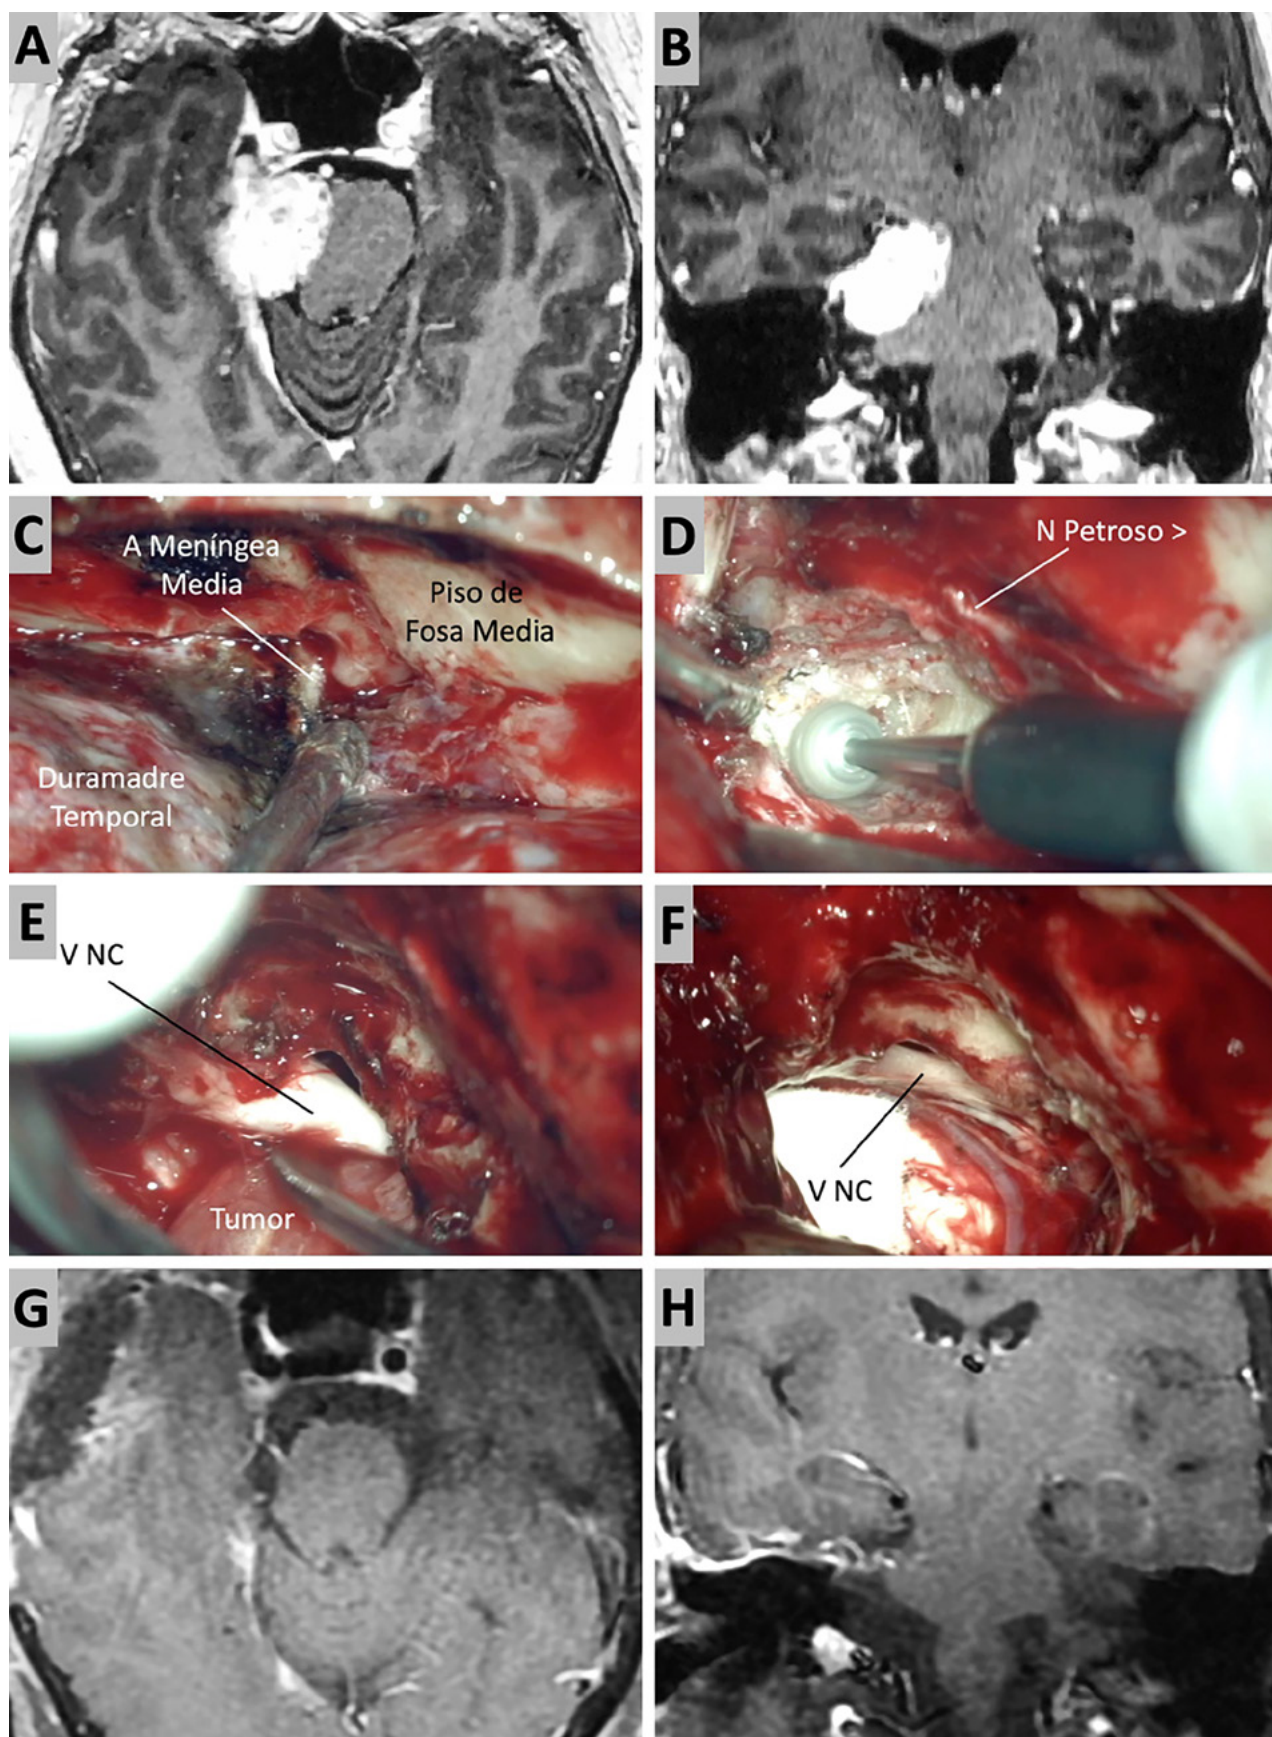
Caso ilustrativo #7. A-B. Meningioma de la MRPC con implantación petrosa anterior. C-F. Se realiza un abordaje subtemporal y petrosectomía anterior. G-H. Imagen por RMN. Resección completa.
